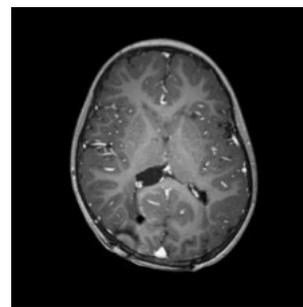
MRI 4 months after the end of the secondary prophylaxis
